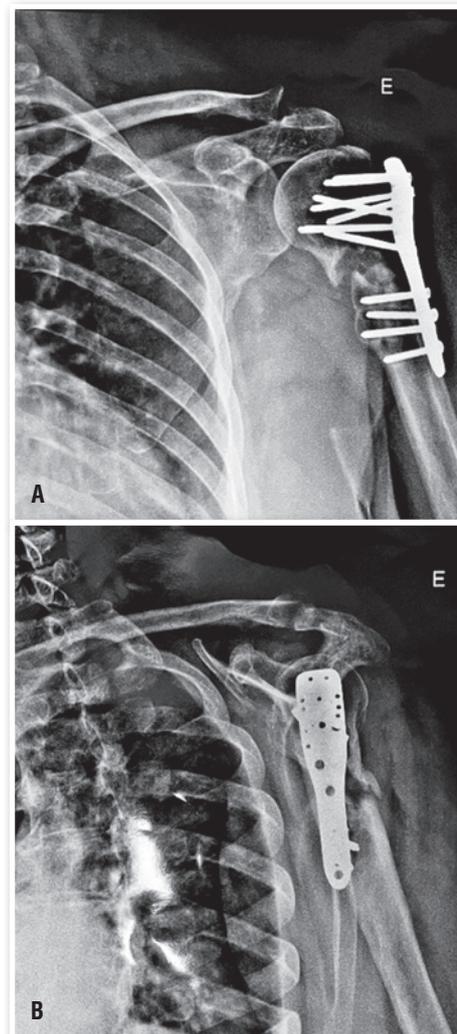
Radiografias pós-operatórias da osteossíntese do úmero proximal esquerdo realizada em serviço externo em 12/2021. A. Radiografia de frente. B. Radiografia de perfil.
